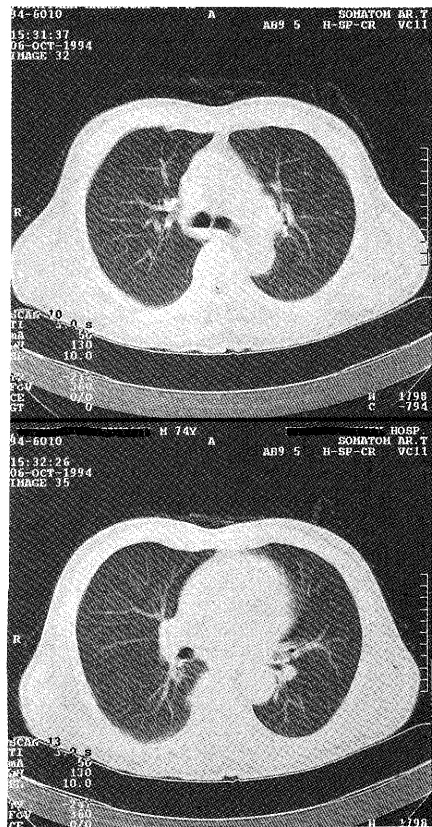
Chest CT shows no abnormal findings in bilateral lungs.
